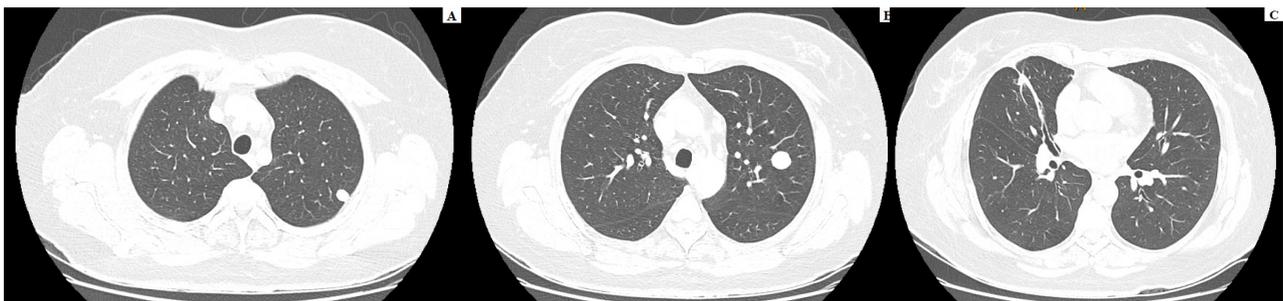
TAC de tórax año 2023. A y B: nódulos en lóbulo superior izquierdo y C: cicatriz quirúrgica en lóbulo medio.
